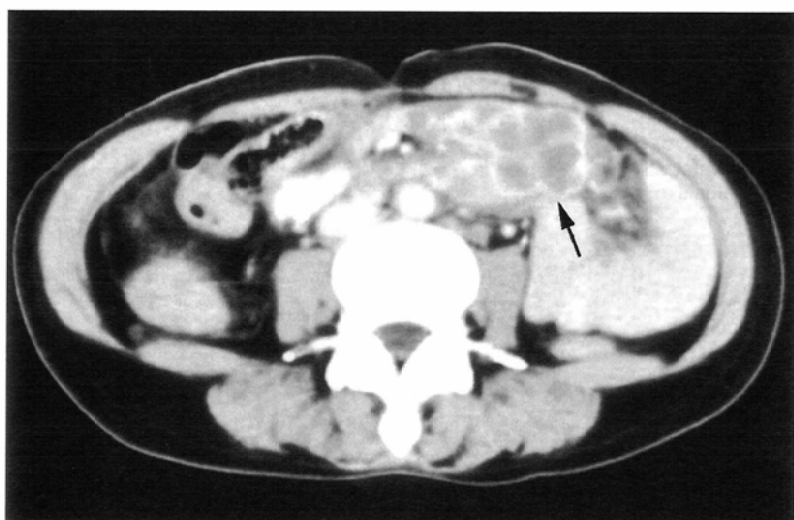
In the 38-year-old woman with non-disseminated tuberculosis, at the level of L4 contrast enhanced CT scan shows a multilocular mass in the mesentery (arrow), but the paraaortic lymph nodes is not enlarged.
